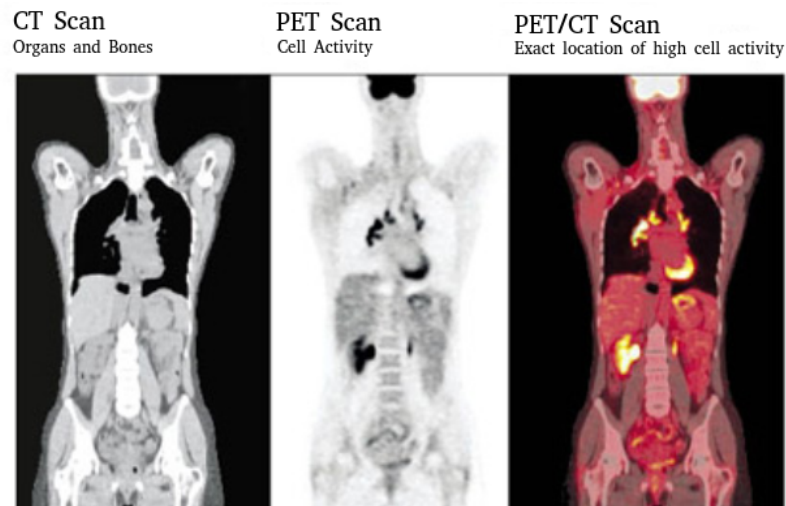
Ένα παράδειγμα εικόνας PET/CT
